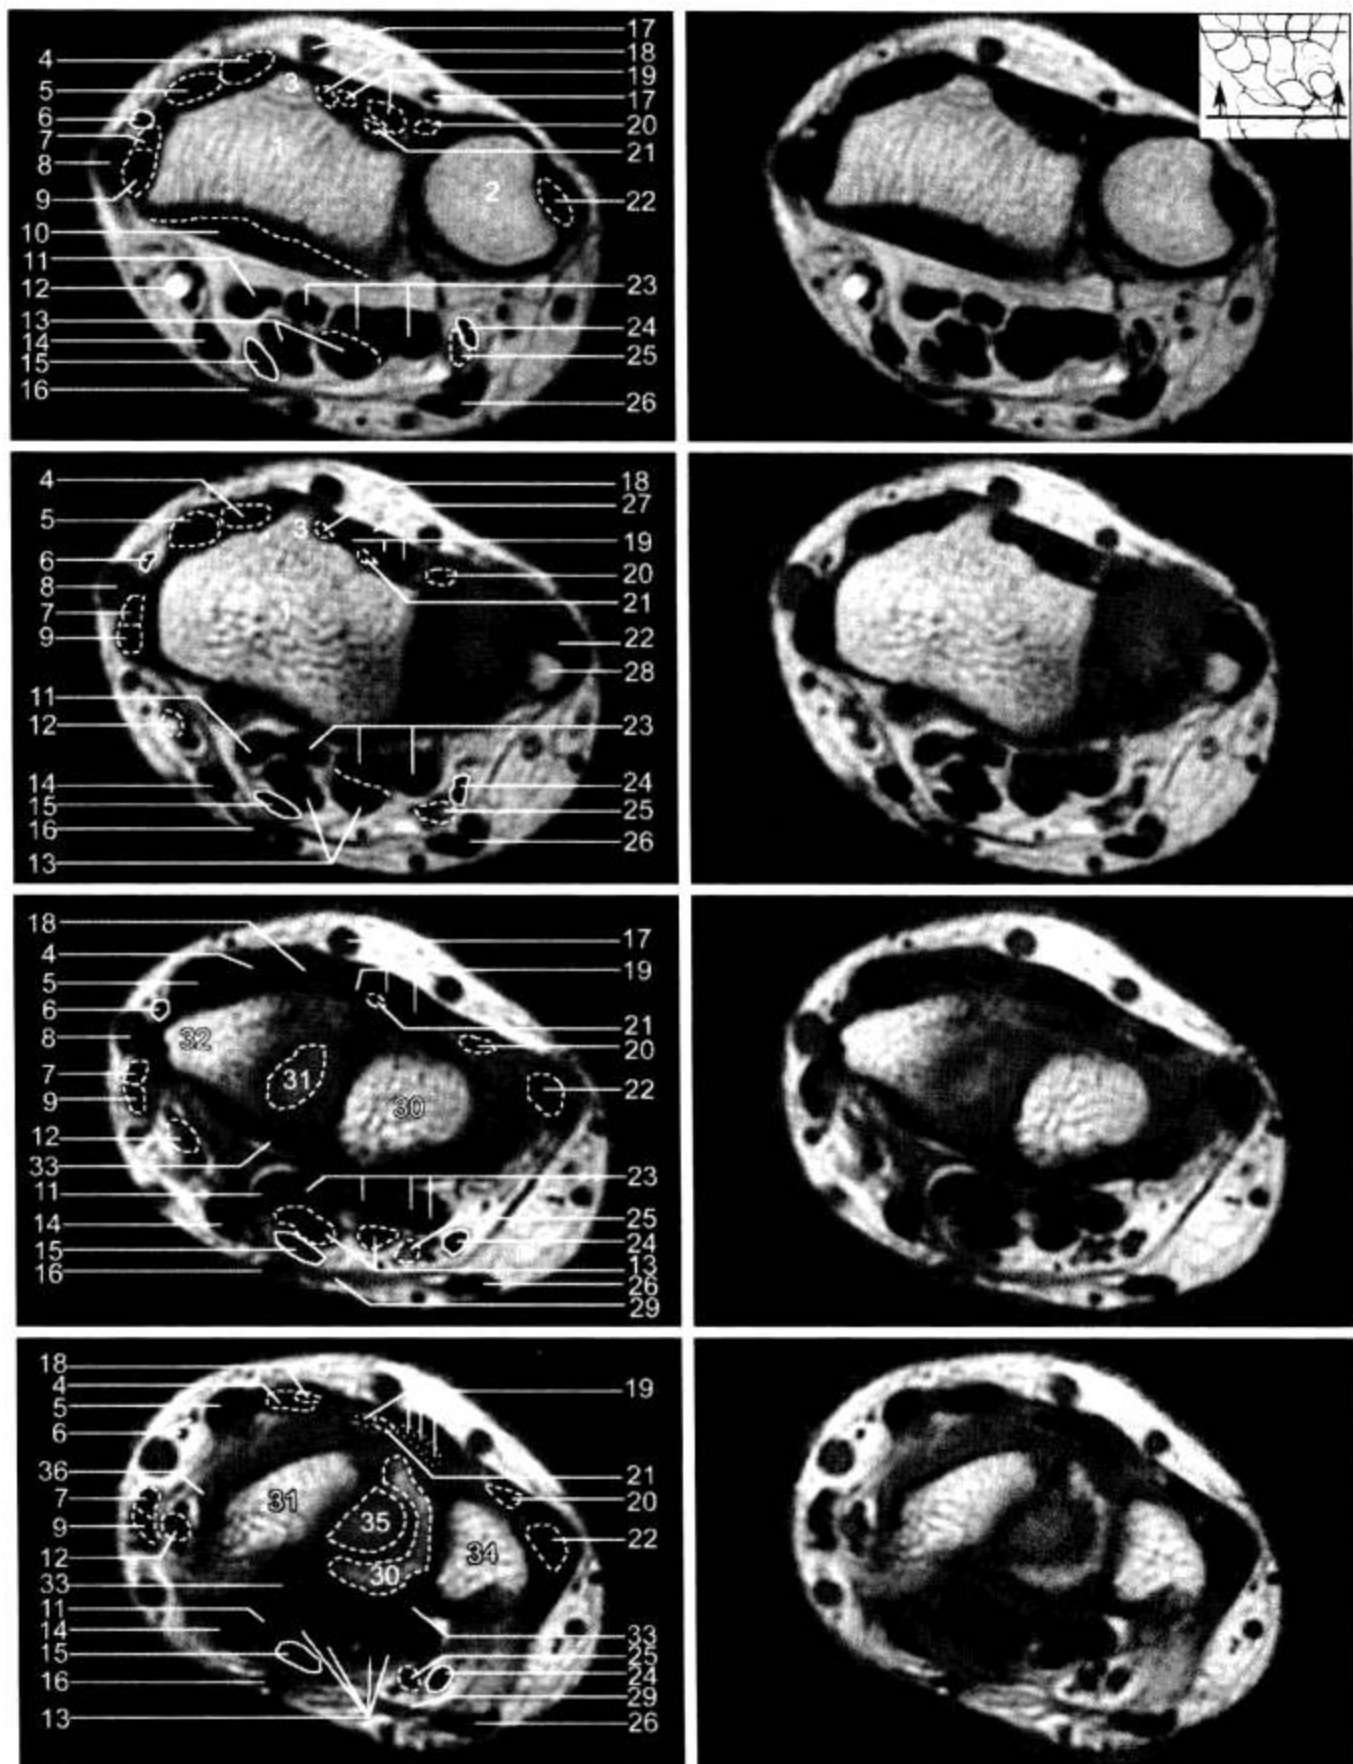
腕关节 MRI 横断面 (T<sub>1</sub>WI)
